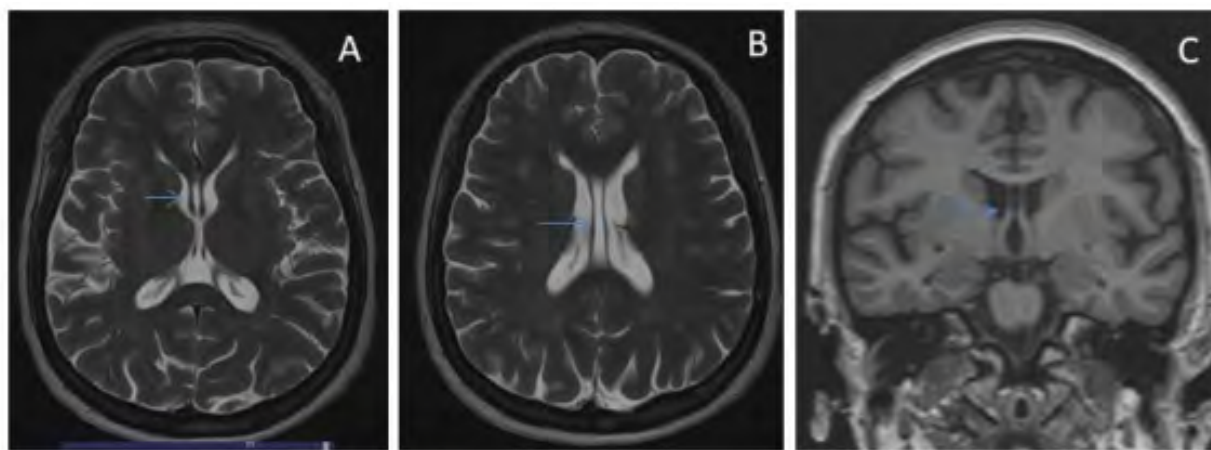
RM craneal: A y B: T2 axial. C: T1 coronal.
